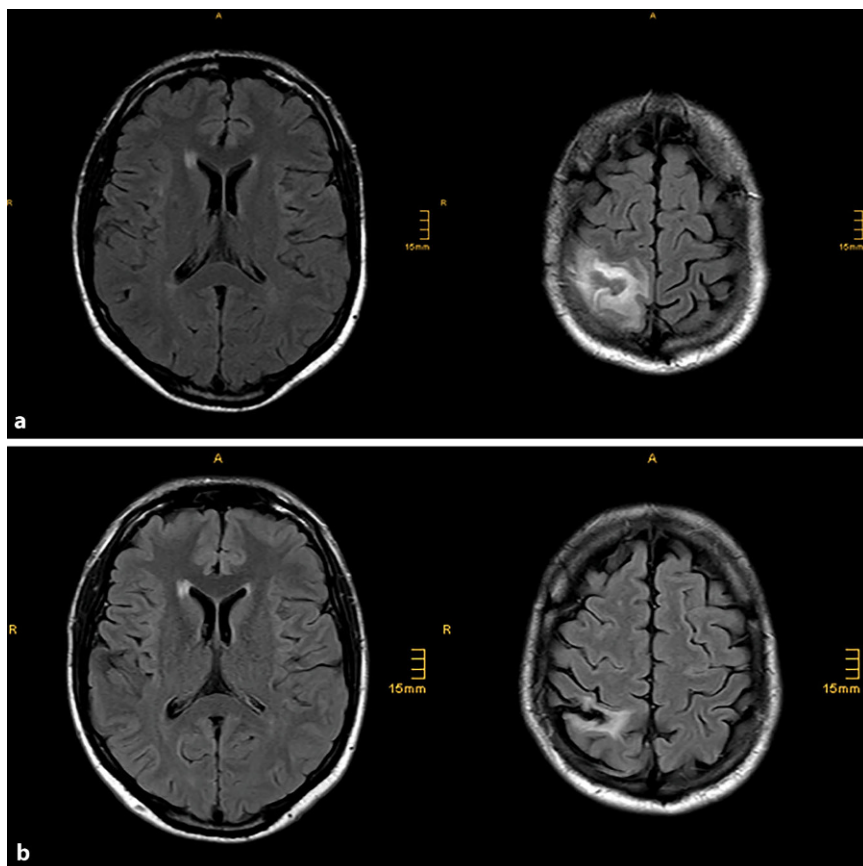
▲ Brückenvenenthrombose rechts frontoparietal. a Transversale FLAIR-gewichtete cMRT-Schnittbilder aus dem Jahr 2009 (Zeitpunkt der Brückenvenenthrombose) und b aktuell. FLAIR „fluid attenuated inversion recovery“, MADD multipler Acyl-CoA-Dehydrogenase-Mangel
